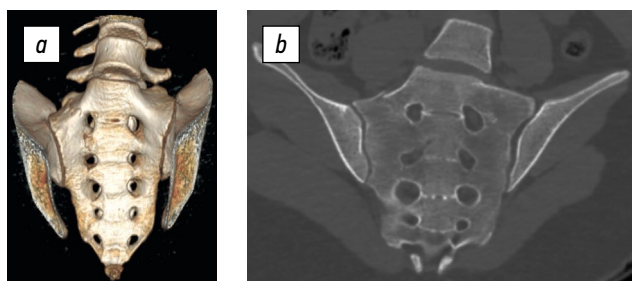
3D-реконструкция (а) и результат (b) компьютерной томографии нижнего поясничного отдела позвоночника, крестца 16-летней пациентки. Повреждение крестца типа «а» (перелом крыла справа). Переходный пояснично-крестцовый позвонок, тип III, подтип «b».
